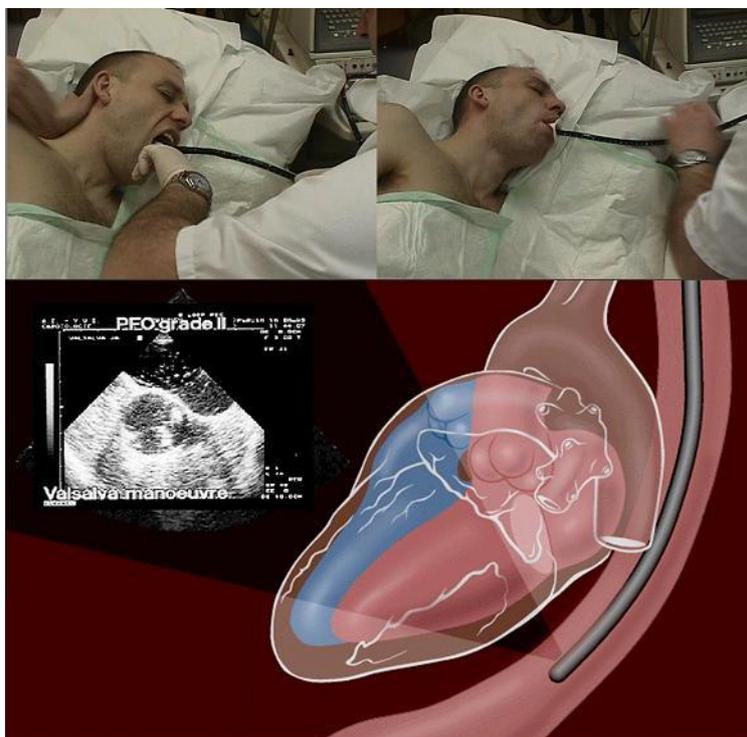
Чреспищеводная эхокардиография.
